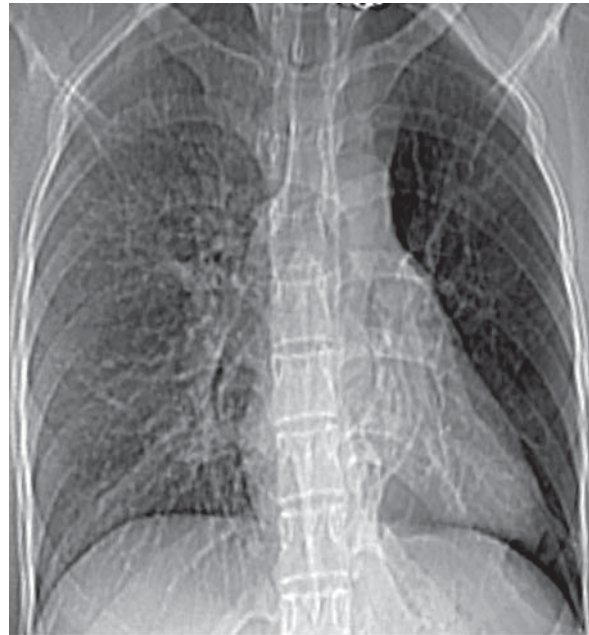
Обзорная рентгенограмма грудной клетки в прямой проекции.
